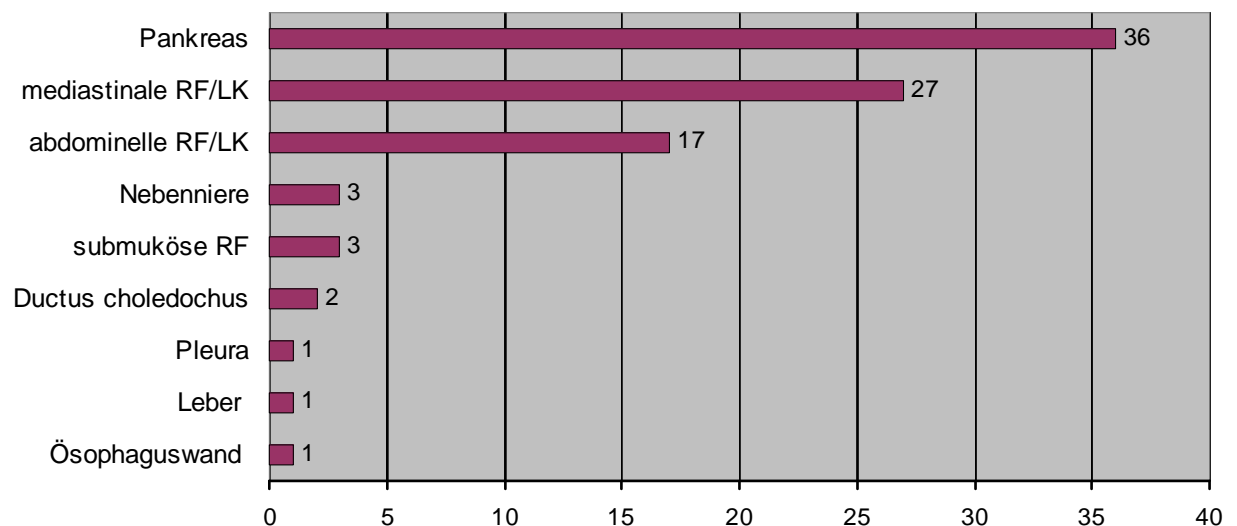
Lokalisation der endosonographisch-punktierten Raumforderungen
